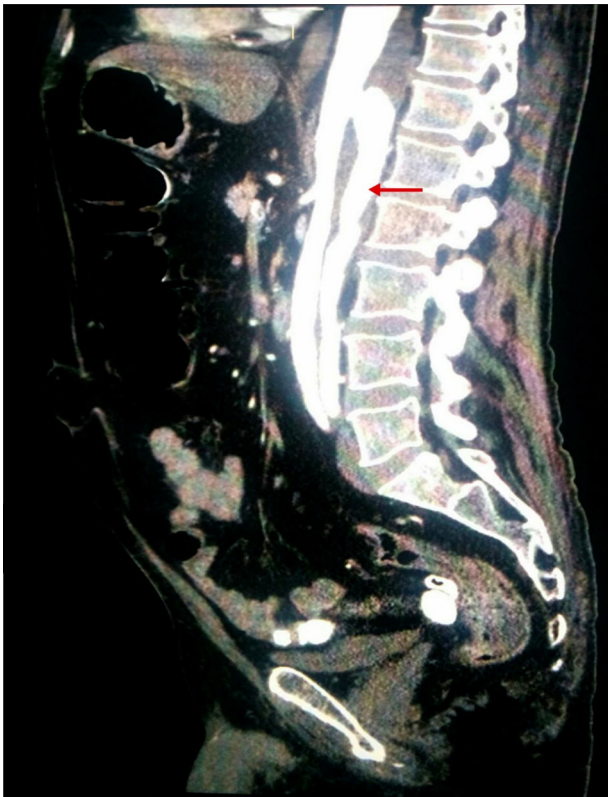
Angiotomografía computarizada de abdomen. Aorta torácica distal aneurismática. Disección aórtica que se extiende a través de aorta abdominal hasta arteria renal izquierda e iliaca externa izquierda, con luz falsa en la parte posterior.
